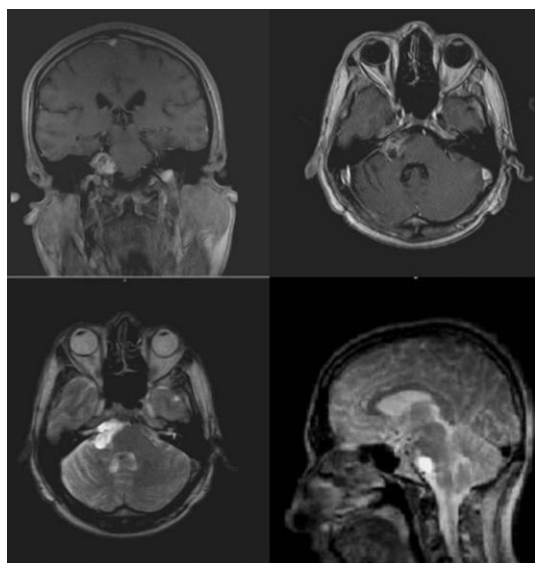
Imágenes de Resonancia Magnética postoperatoria.
